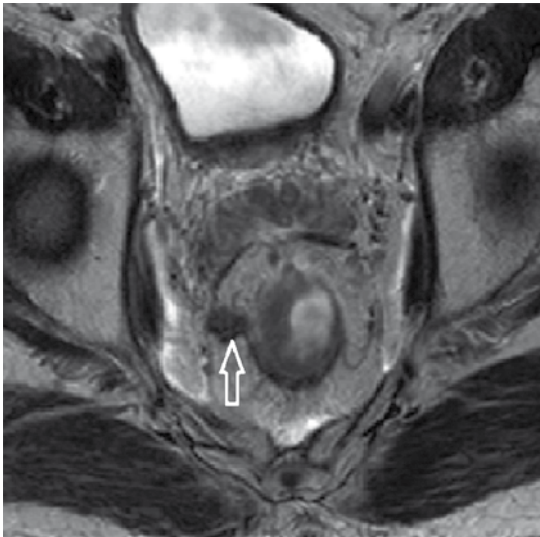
Resonancia potenciada en T2, corte axial: actividad tumoral de la pared del recto que contacta con la fascia mesorrectal (flecha).
